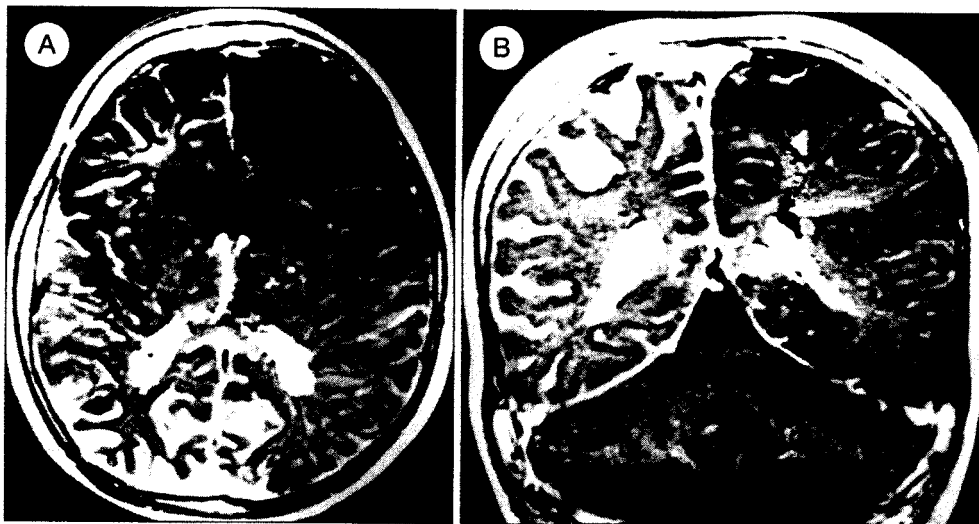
Axial (A) and coronal (B) postcontrast T1-weighted MR scan shows strongly enhancing pial leptomeningeal angioma and cortical atrophy in the right hemisphere. Enlarged choroid plexus is observed in the coronal scan.
